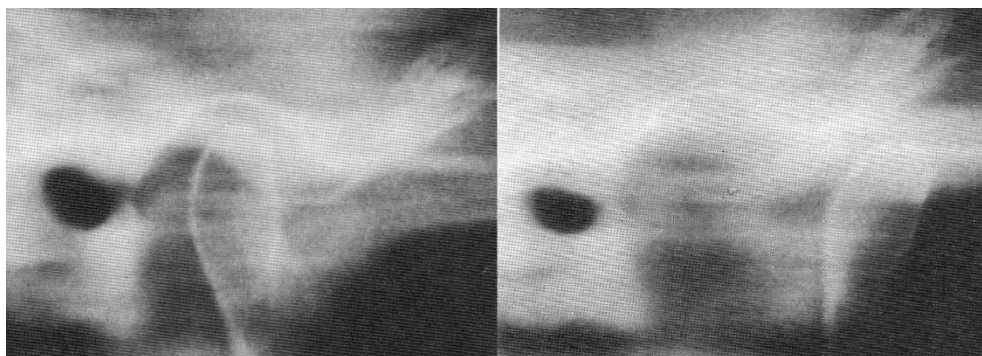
tomografia del condilo a bocca chiusa e a bocca aperta (da Okeson J. Il trattamento delle disfunzioni dell'occlusione e dei disordini temporo-mandibolari).
